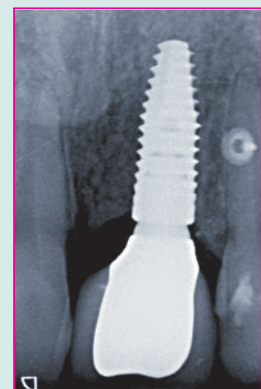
Röntgenkontrolle des gut osseointegrierten Implantats.
